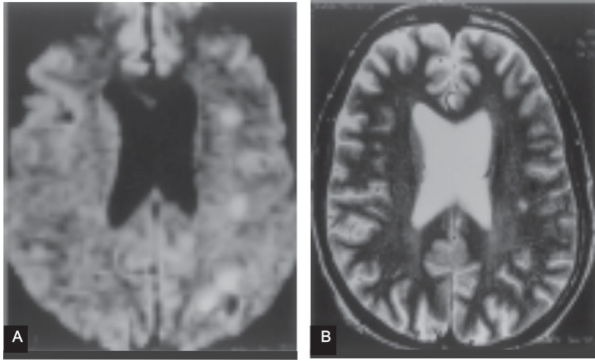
A) DWI que muestra múltiples zonas hiperintensas, redondas en la sustancia blanca. B) secuencia T2 que muestra 1 zona hiperintensa visible, los otros imágenes han desaparecido.
